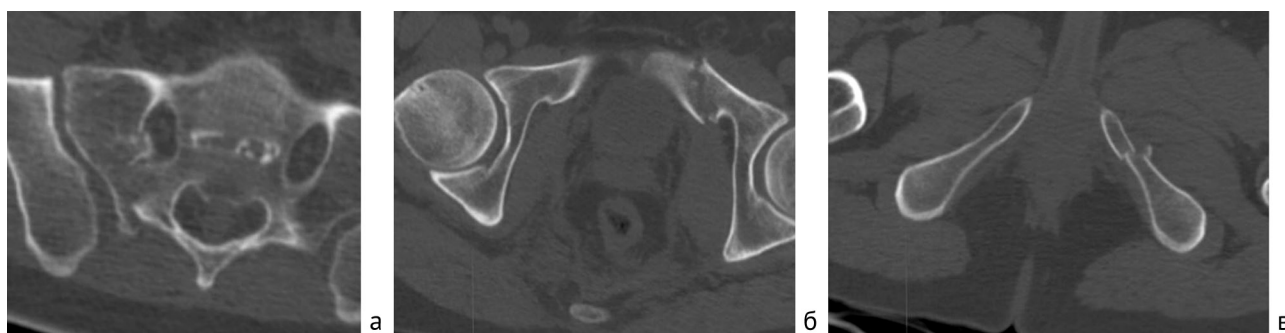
КТ-срезы с визуализацией: а — перелом правой боковой массы крестца; б — перелом левой лонной кости; в — перелом левой седалищной кости
